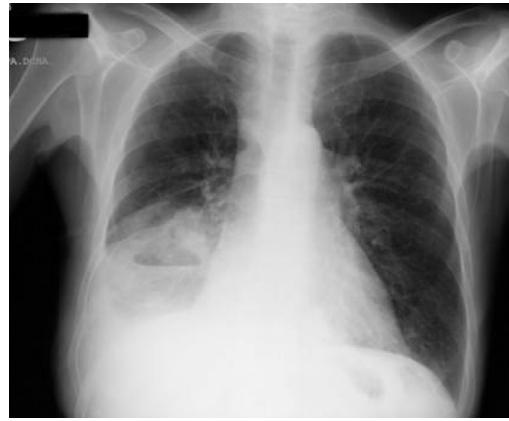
Radiografía posteroanterior de tórax (tras toracocentesis).
